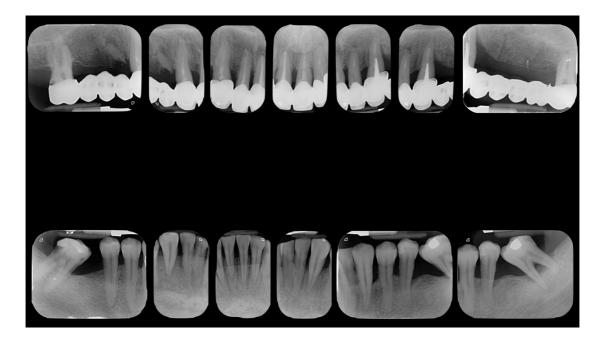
Examen radiográfico (serie periapical)
